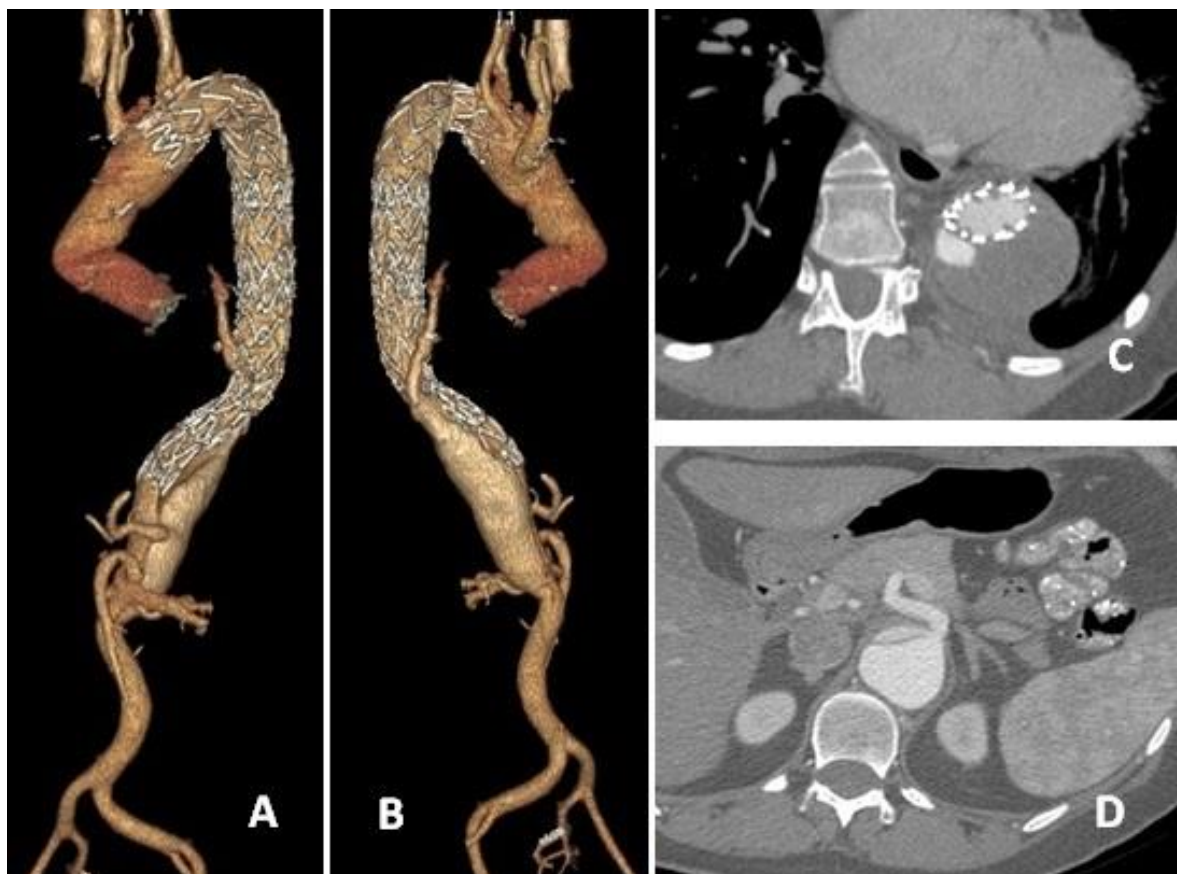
МСКТ-аортография пациентки Г. Шесть месяцев после имплантации стент-графта в торакоабдоминальный отдел аорты: А – передняя проекция; В – задняя проекция; С – аксиальный срез на уровне установленных в торакоабдоминальную аорту стент-графтов. Отмечается субтотальный тромбоз ложного канала; D – брюшная аорта на уровне отхождения чревного ствола. Устье артерии отходит от ложного канала, не перекрыто стент-графтами, отмечается фенестрация на этом уровне
